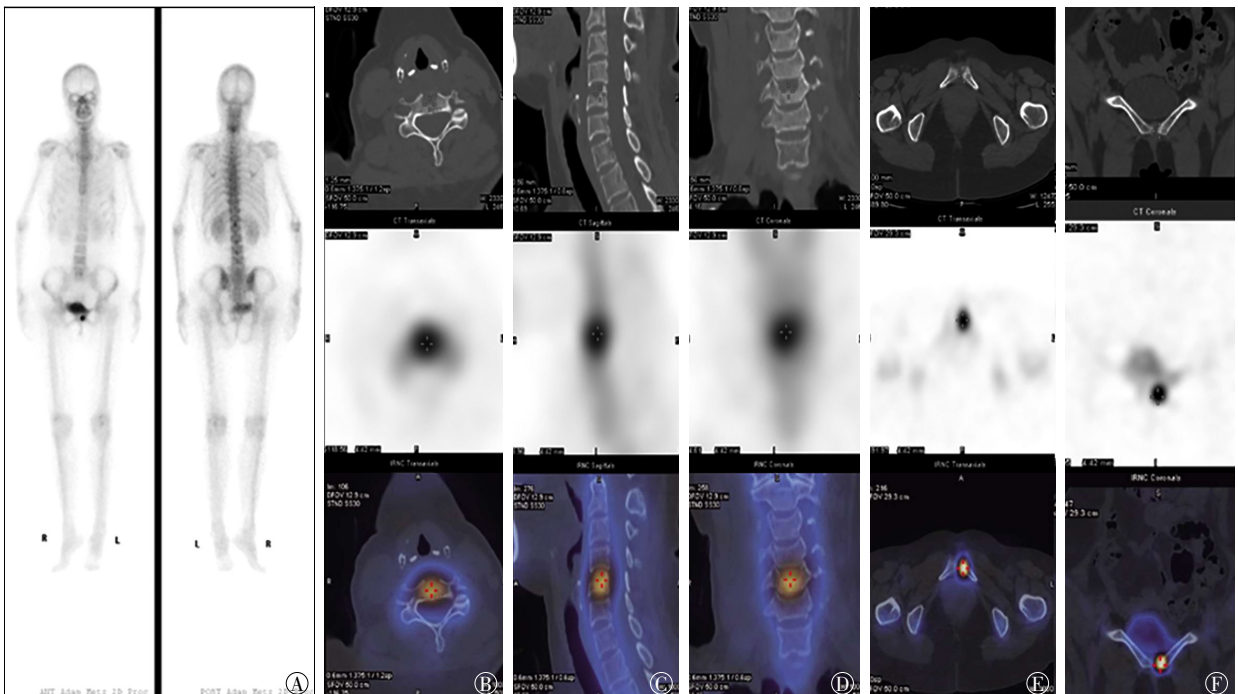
SAPHO 综合征患者 SPECT/CT 图像 患者女性, 50 岁, 图中, A: 全身 SPECT 骨显像图像; B~F: 各图中从上至下依次是 CT、SPECT 和 SPECT/CT 融合图像, C5 椎体异常放射性摄取浓聚区, CT 见椎体上终板骨破坏, 骨质硬化, 椎体楔形变, 左侧耻骨联合异常放射性摄取浓聚区, CT 见联合面左侧骨质破坏, 骨质硬化 (E、F); SAPHO: 滑膜炎、痤疮、脓疱病、骨肥厚、骨髓炎; SPECT: 单光子发射计算机断层显像术; CT: 计算机断层摄影术。
